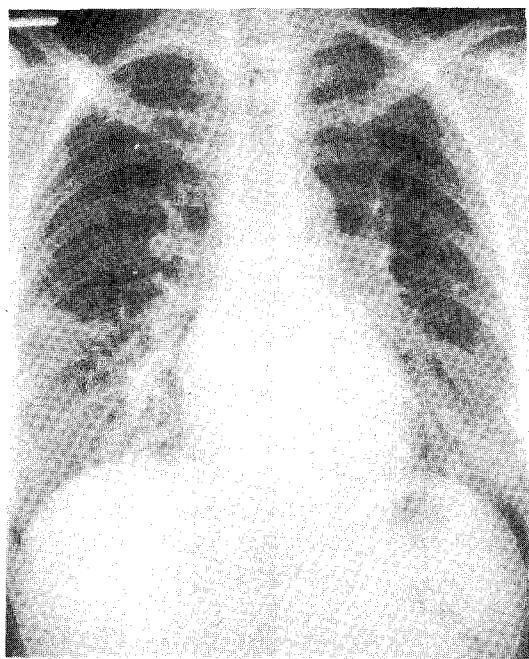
Posteroanterior roentgenogram of the chest reveals extensive involvement of both lung field by increased diffuse reticulonodular interstitial marking and disclosed short linear septal thickening on right lower lung field.
